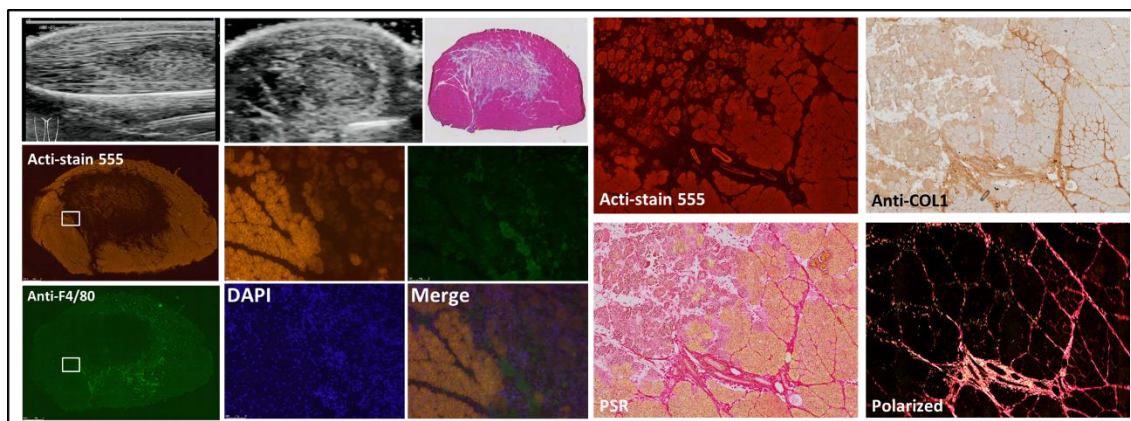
CTX 誘導性筋損傷のエコー画像と組織学的所見の比較
